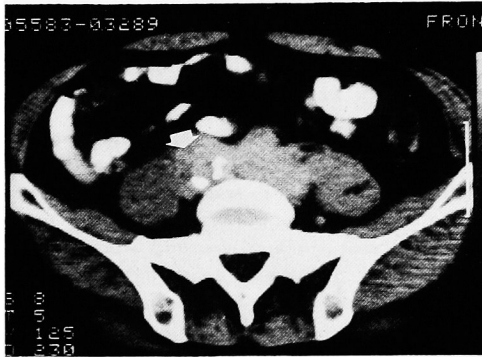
Abdominal CT scan after right nephrostomy. Bilateral ureters were surrounded by solid tissue (arrow) at the level of promontrium.
